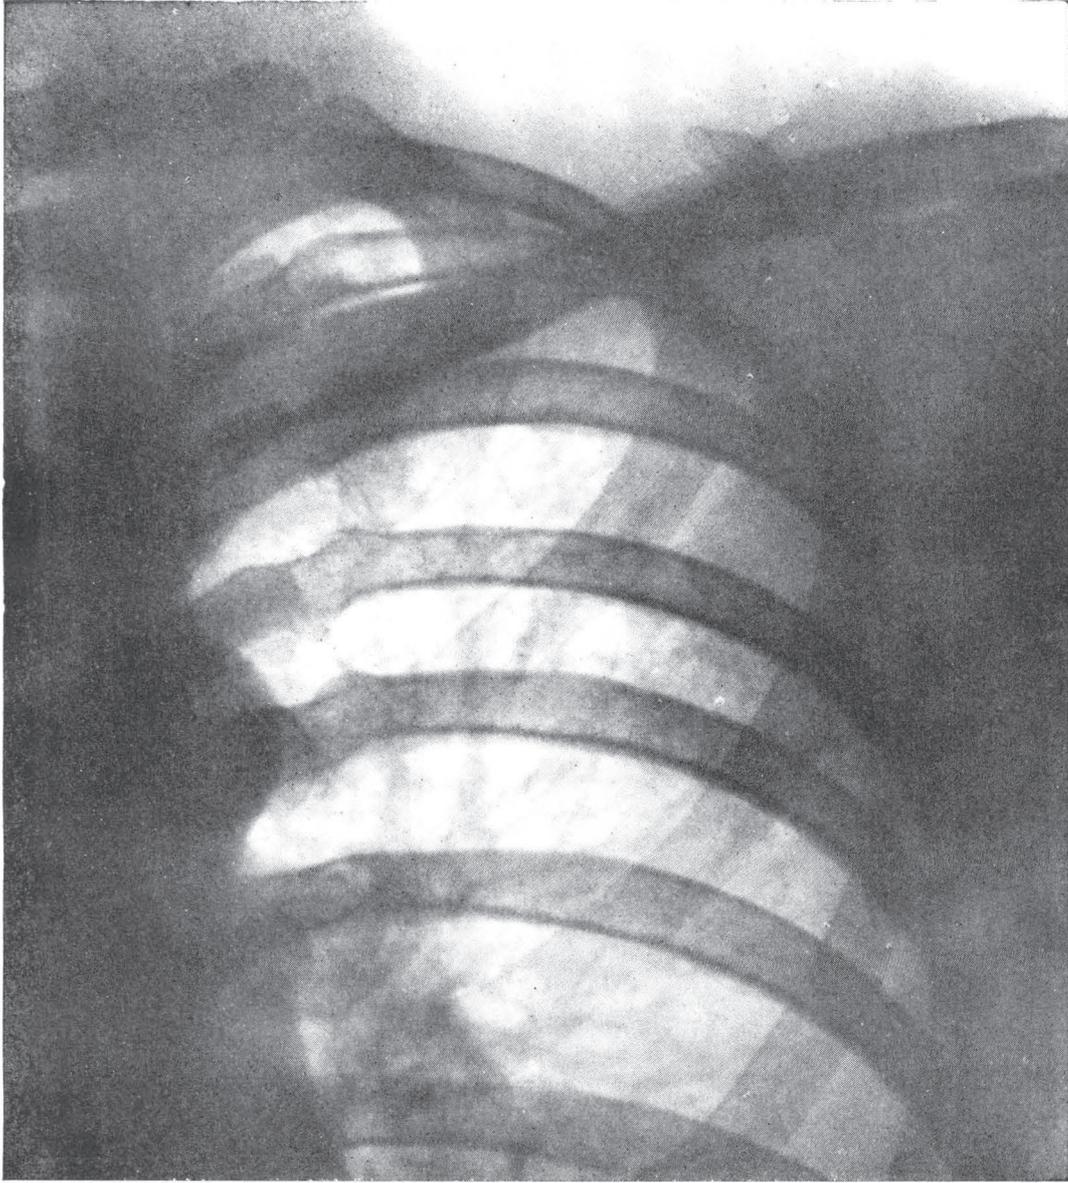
Caso nº 8 — Adoecimento na 3ª série do curso — Telerradiografia nº 8.716, 4-X-50 — Infiltrado precoce de tipo maculoso subclavicular E. ocupando a parte externa do segundo espaço anterior E. Cultura do lavado gástrico *positiva* (6-X-50).
